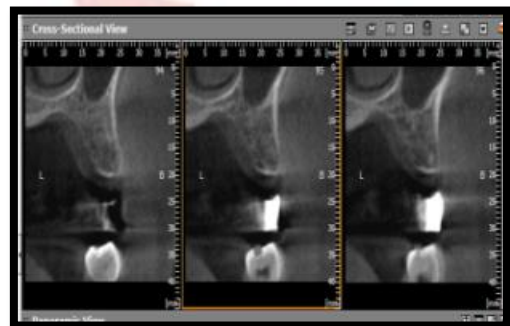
Tomografía ConeBeam planeamiento de implantes en el Software de 4.5 x 8.5 mm.
